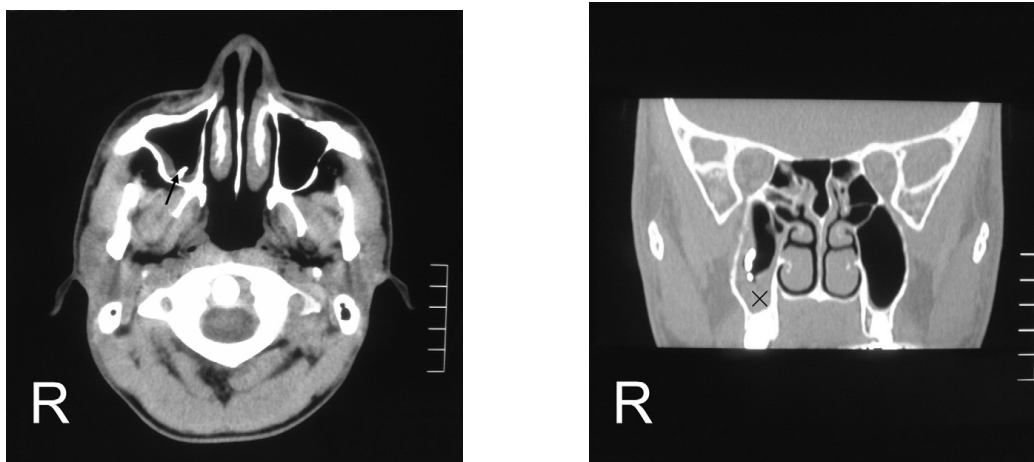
A primeira imagem (CT) mostra a extrusão de um cone de gutta percha na parede posterior do seio maxilar e a segunda mostra hiperplasticidade da mucosa (adaptado de Yamaguchi et al., 2007).
